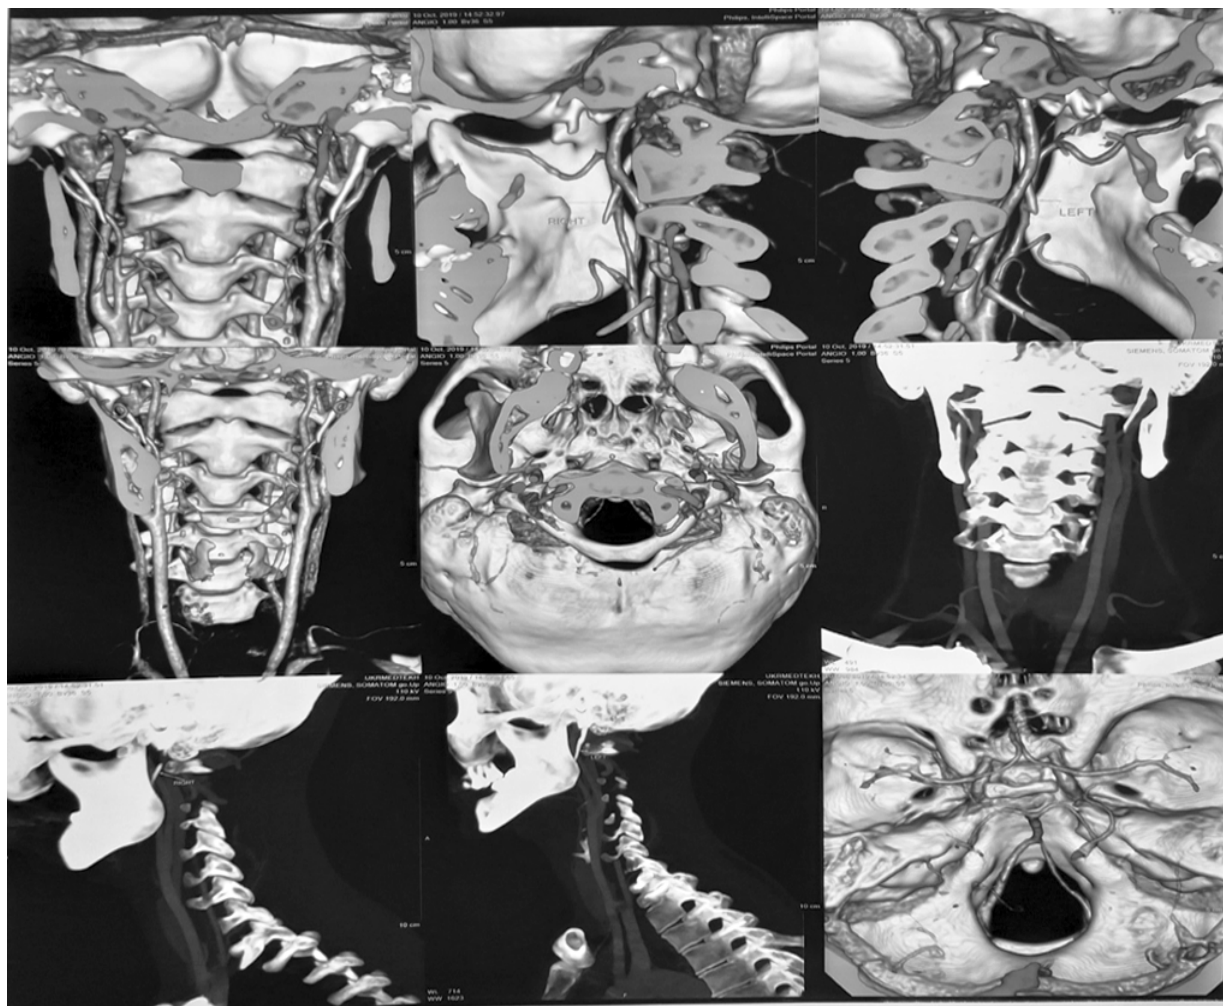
Томограмма шиловидных отростков с контрастированием магистральных сосудов шеи без проведения функциональных проб.
